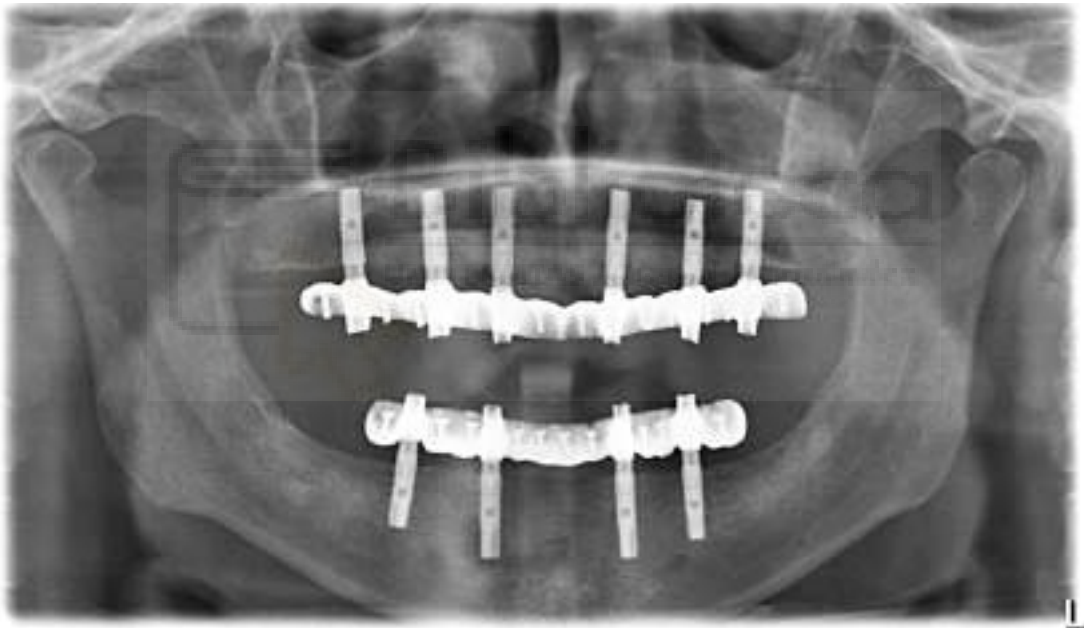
Ortopantomografía o radiografía panorámica.
